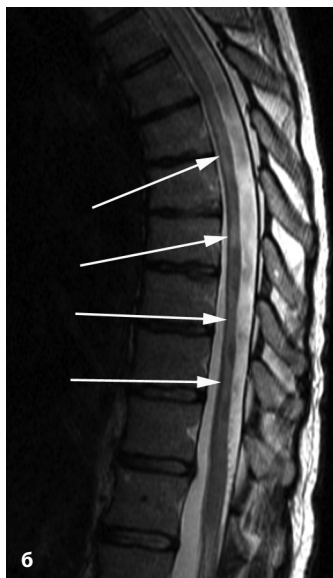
МРТ спинного мозга.
